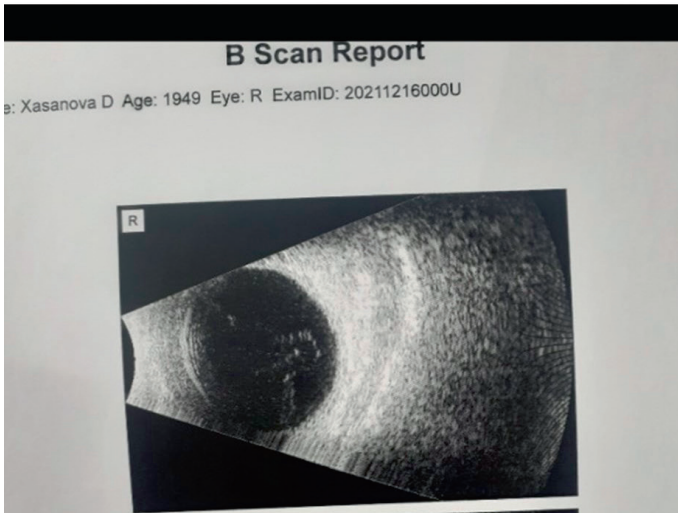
А. ПЗР на УЗИ 23 мм
